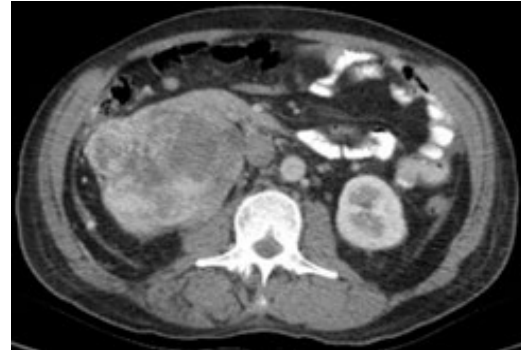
Tomografía contrastada demuestra tumor renal derecho, con atenuación de 59 UH.
